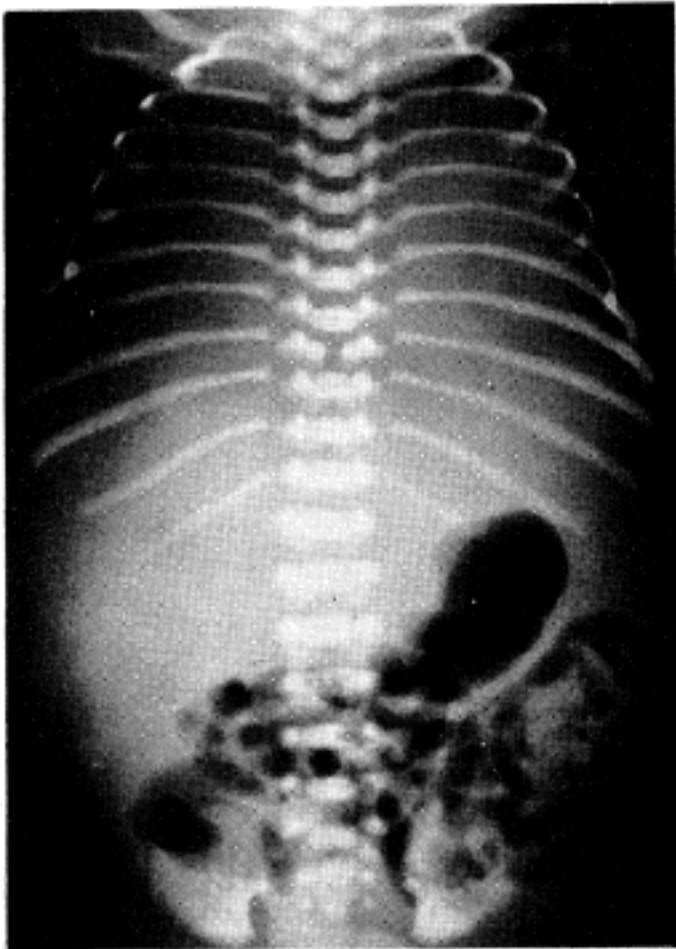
X-ray film of the body at time of autopsy. Note the entire chest is opacified without distinction between heart and lungs.
